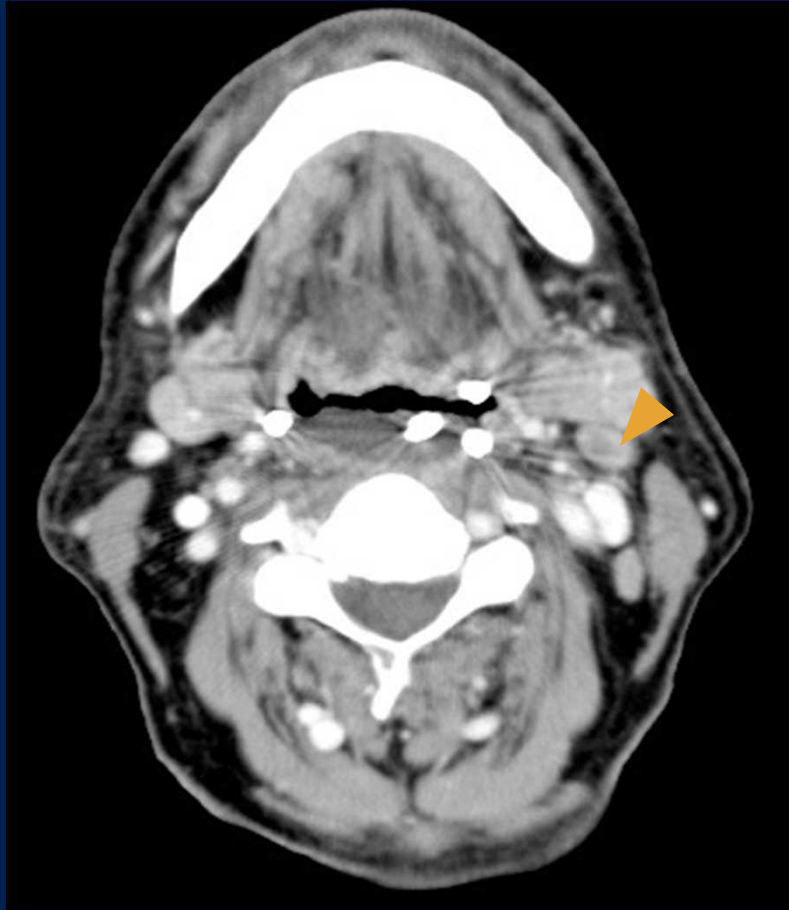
TC de cuello con contraste endovenoso. Paciente de 70 años. Ambas imágenes pertenecen al mismo paciente. Se observa adyacente al paquete vascular del cuello dos imágenes ganglionares con centro de baja atenuación. (punta de flecha)
